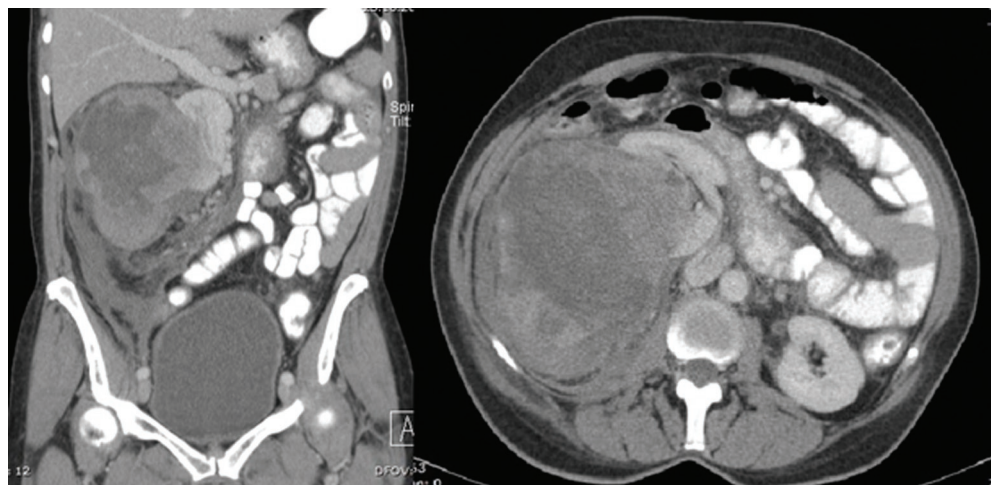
Computertomographisch nachgewiesener blutender Nierentumor und Einblutung in den retroperitonealen Raum.
